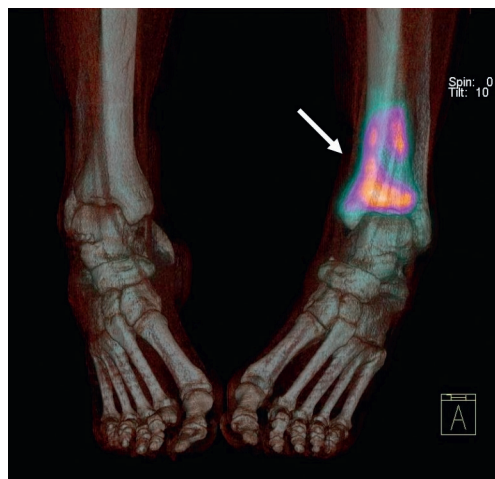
Scintigraphie osseuse couplée à une tomодensitométrie X (TEMP-TDM) réalisée après injection d'un bisphosphonate radiomarqué avec du technétium 99m mettant en évidence une fracture de contrainte infraradiologique du tibia gauche (flèche blanche).
